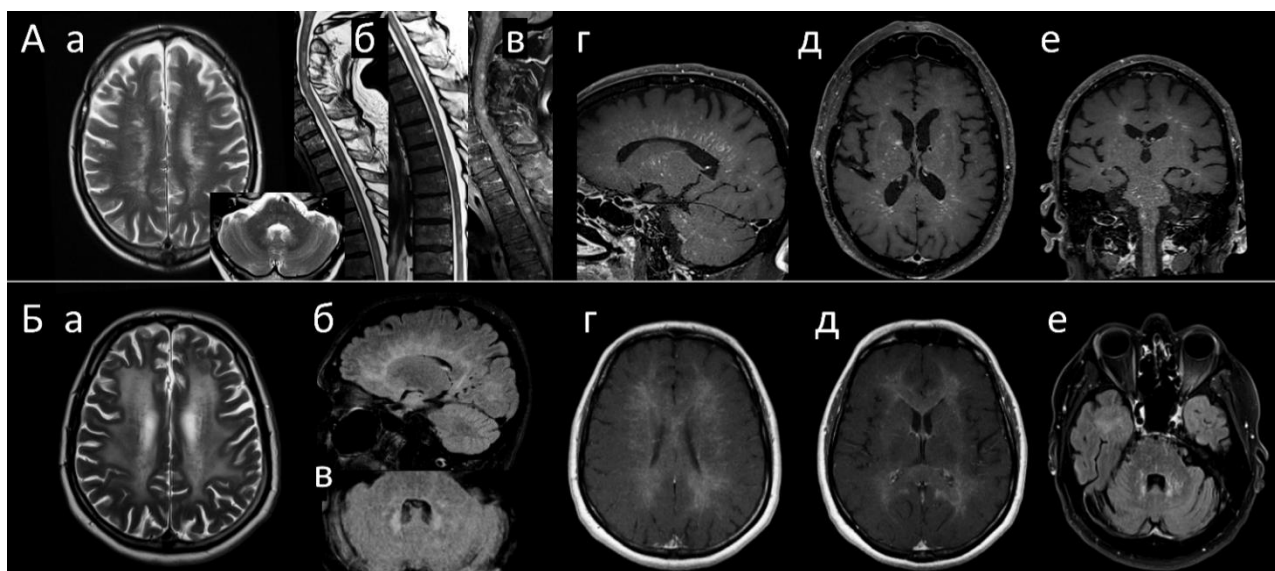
МРТ пациентов с А-GFAP-A.
